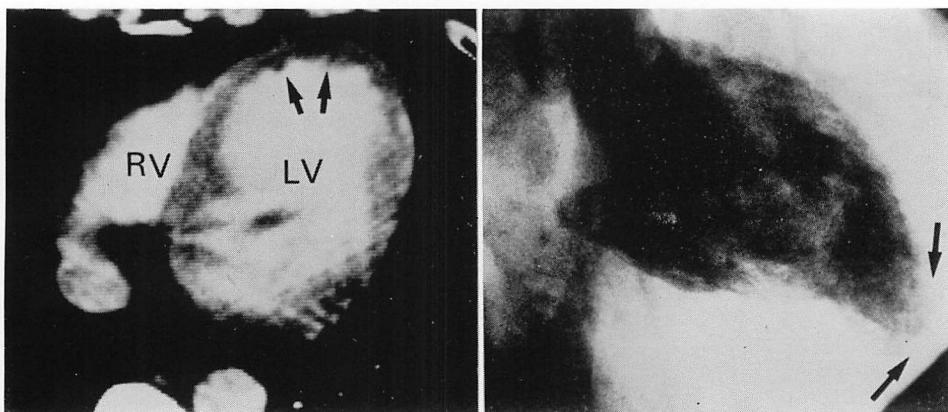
Computed tomogram and left ventricular cineangiogram of a patient with anterior wall myocardial infarction.
